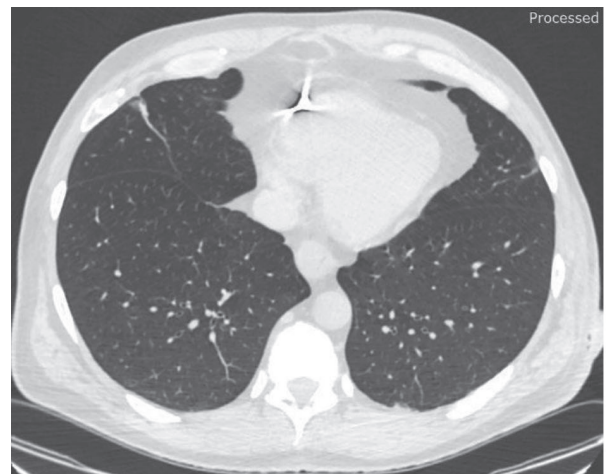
Спіральна КТ органів грудної клітки. Металевий осколок у стінці правого шлуночка серця
